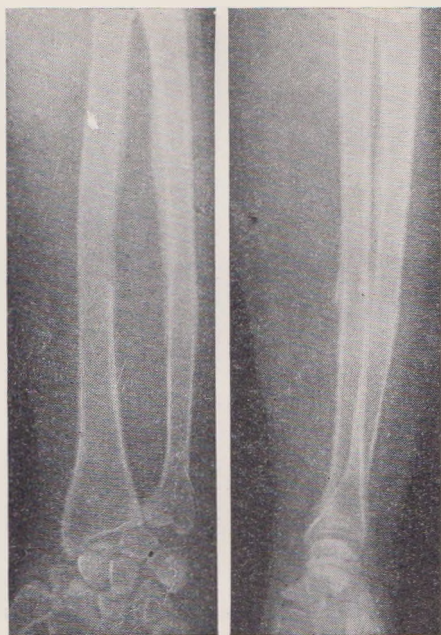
Рентгенограмма той же больной через 2 года. После репозиции и консервативного лечения в гипсовой повязке.
